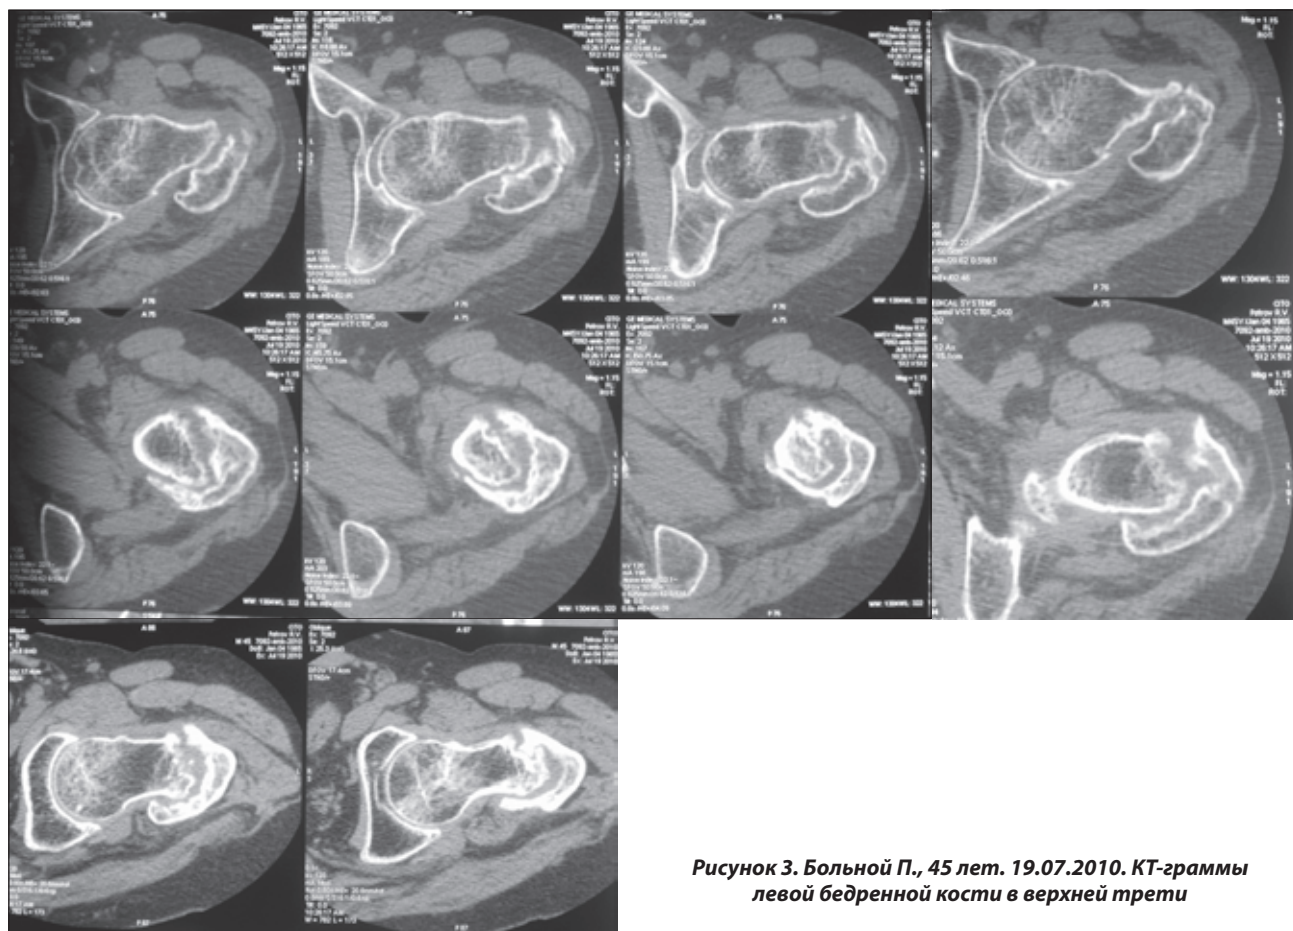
Больной П., 45 лет. 19.07.2010. КТ-граммы левой бедренной кости в верхней трети
